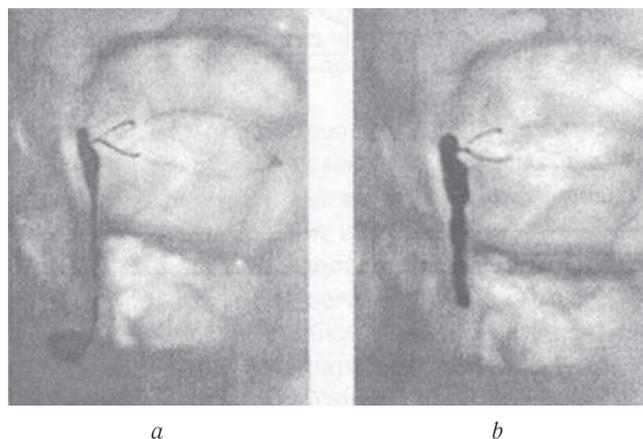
Рентгенограмма слёзных путей больного К. при подбородочно-носовой укладке лицом вниз (а) и в заднепередней полуаксиальной проекции лицом вверх (b) [23]
